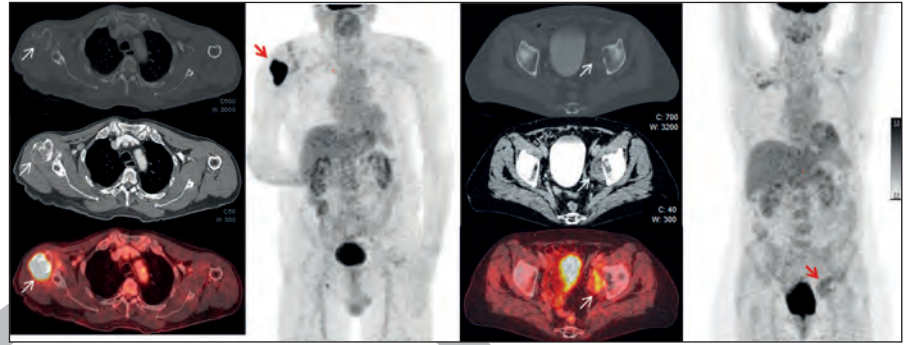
Transaxiale PET-CT-Schnitte und *Maximum-Intensity-Projection* (MIP) Bilder eines Patienten mit G4 Chondrosarkom (linke Seite) und G2 Chondrosarkom (rechte Seite).
